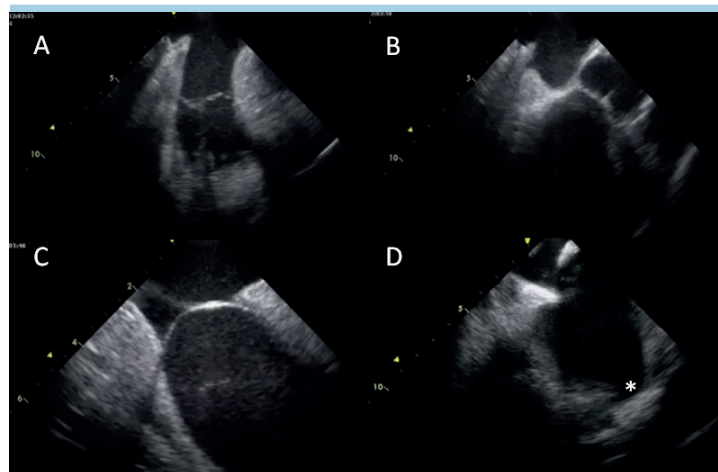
Principali visualizzazioni mediante ecografia intracardiaca dall’atrio destro. (A) La cosiddetta “home view” con visualizzazione di atrio destro, valvola tricuspide, ventricolo destro. (B) Visione in asse lungo di valvola aortica e aorta ascendente e rispettivamente di valvola polmonare ed arteria polmonare. (C) Visione della fossa ovale. (D) Visione della porzione anteriore della fossa ovale, con sullo sfondo in atrio sinistro visualizzazione dell’auricola sinistra (*).
